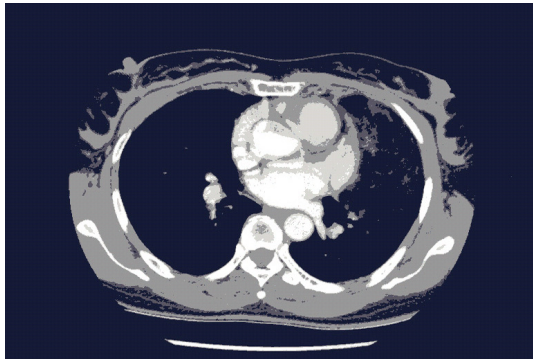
Chest CT finding shows large fat attenuation mass with irregular linear soft tissue density in the left anterior mediastinum, which extended from aortic knob to left ventricle caudally.
